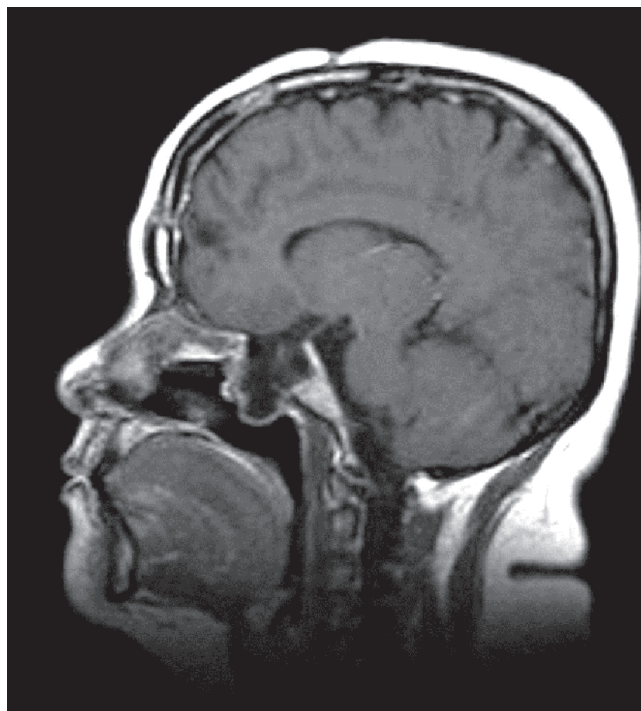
Corte sagital de resonancia magnética en secuencia T1 contrastada postquirúrgica, que revela la mejoría en el lumen de la nasofaringe, con la resección subtotal de saco herniado y total de tejido adherido.
